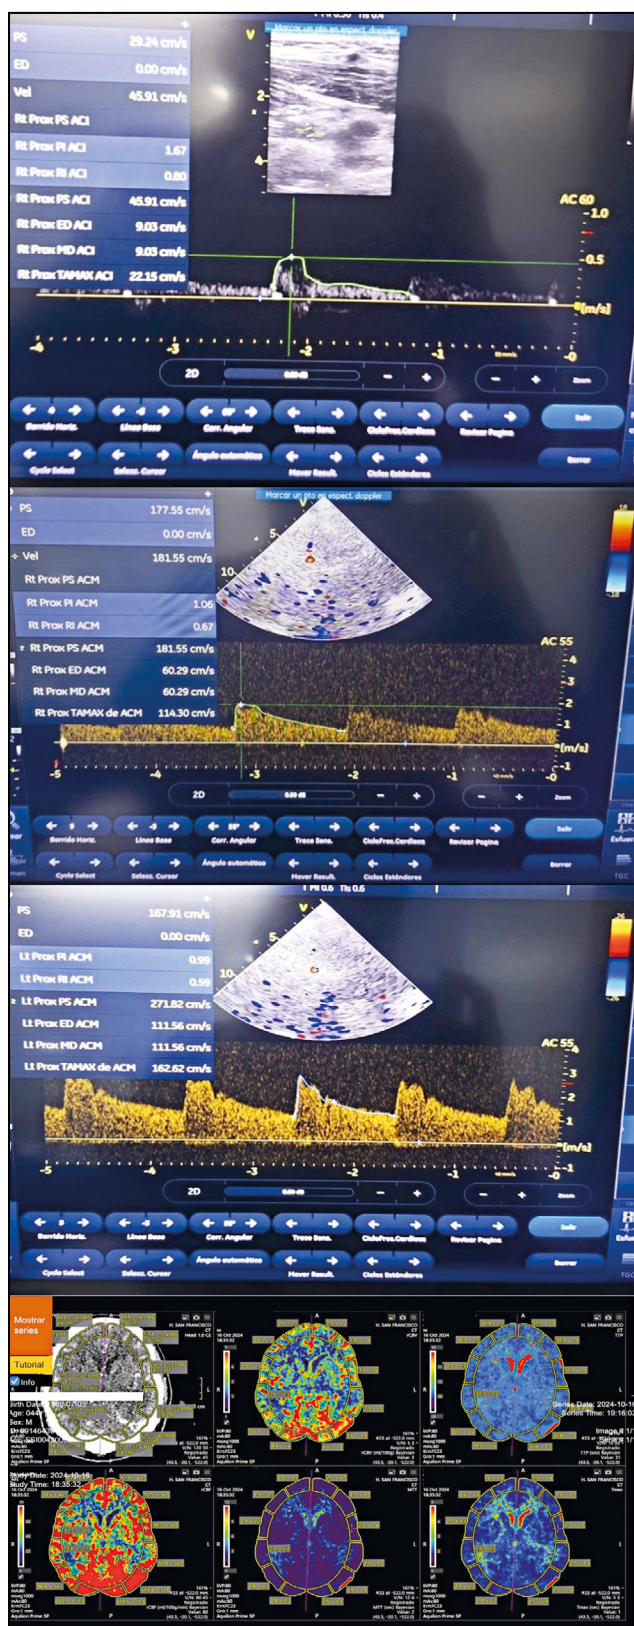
Estudio del caso 2. A: Doppler transcranial de la ACM derecha con velocidad media con tendencia al incremento. B: Doppler transcranial de la ACM izquierda, se observa velocidad media aumentada sugestiva a estenosis angiográfica moderada. C: Doppler de la ACI izquierda en su segmento proximal. D: Tomografía por perfusión cerebral que muestra aumento de CBF compatible con hiperperusión cerebral.
